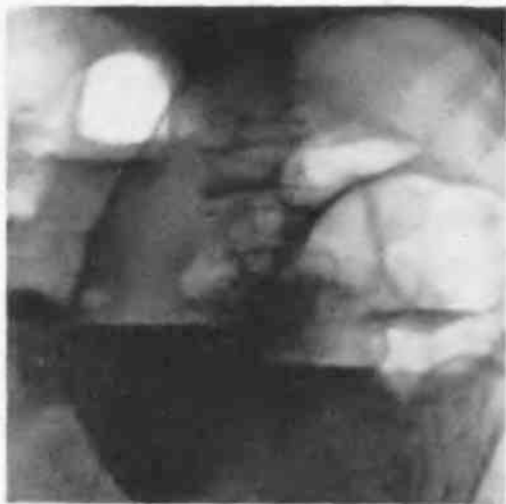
Обзорная рентгенограмма брюшной полости больного с механической непроходимостью кишечника. На это указывает вздутие кишечных петель, наличие в них газа и уровней жидкости. Толстая кишка непроходима, вздутые петли заполняют всю брюшную полость. Количество уровней жидкости сравнительно невелико.
